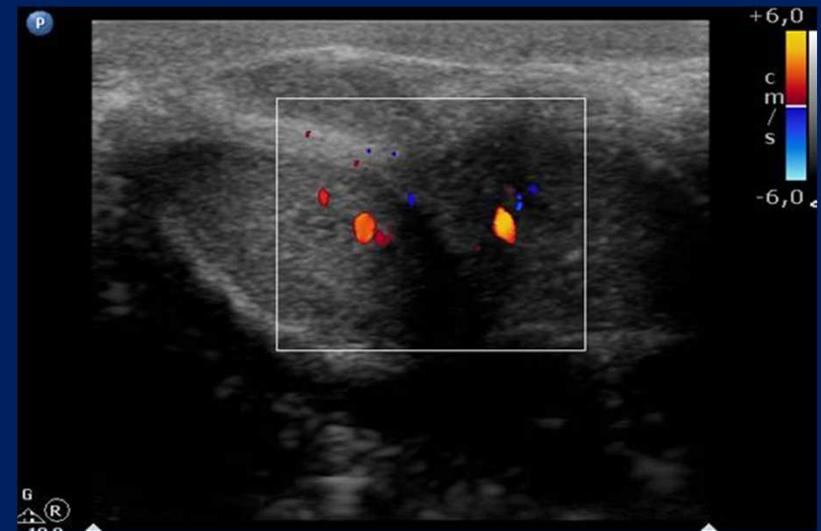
Corte axial con Doppler color sonde se evalúa recorrido arterial y comparación de tamaño de CC.
